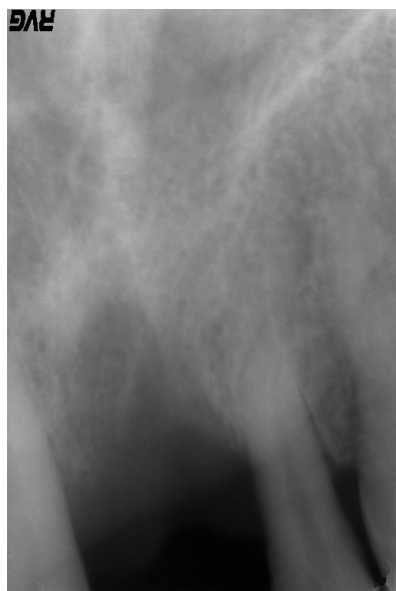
Рентгенограммы пациента Г., 40 лет
